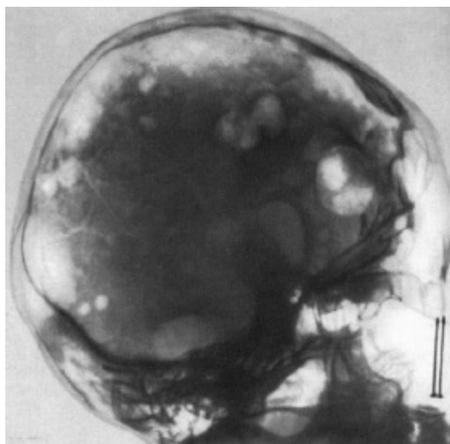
Рентгенограмма черепа при миеломной болезни
